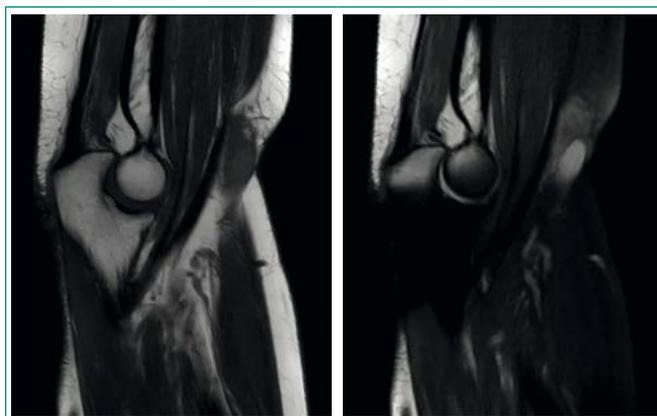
RM de codo derecho. Se aprecia la existencia de una lesión de 22 x 17 x 32 mm, con bordes mal definidos, isointensa en T1 (izquierda) y moderadamente hiperintensa en T2 (derecha), que afecta a tejido celular subcutáneo e infiltra en profundidad el músculo braquial del antebrazo, que presenta realce homogéneo e intenso tras la administración de gadolinio
